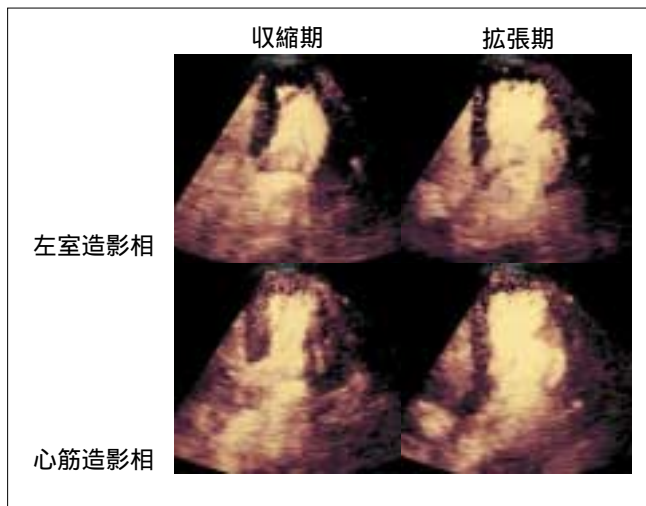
パワーハーモニックモードを用いたレボピスト®によるリアルタイム心筋コントラストエコー法
